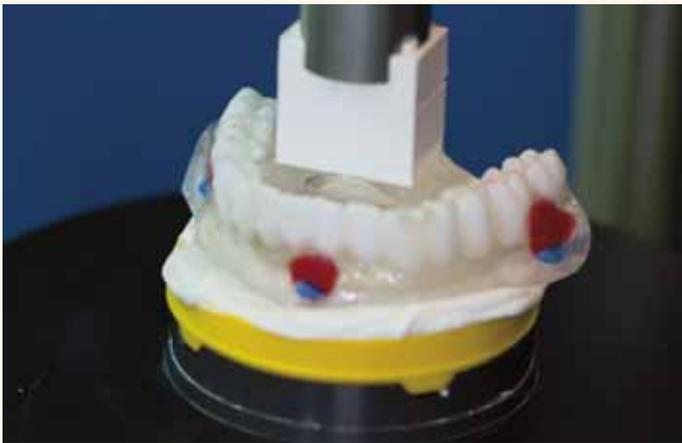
Die am Registrierstempel angesteckte CT-Schablone wird mit Gips im Hülsenpositioniergerät fixiert
